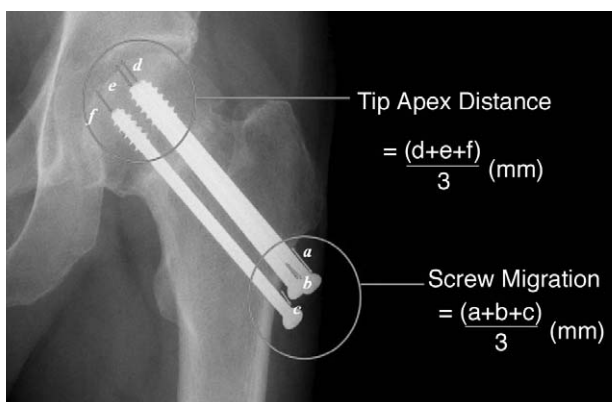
We measured screw migration and tip-apex distance in anteroposterior simple radiography.
